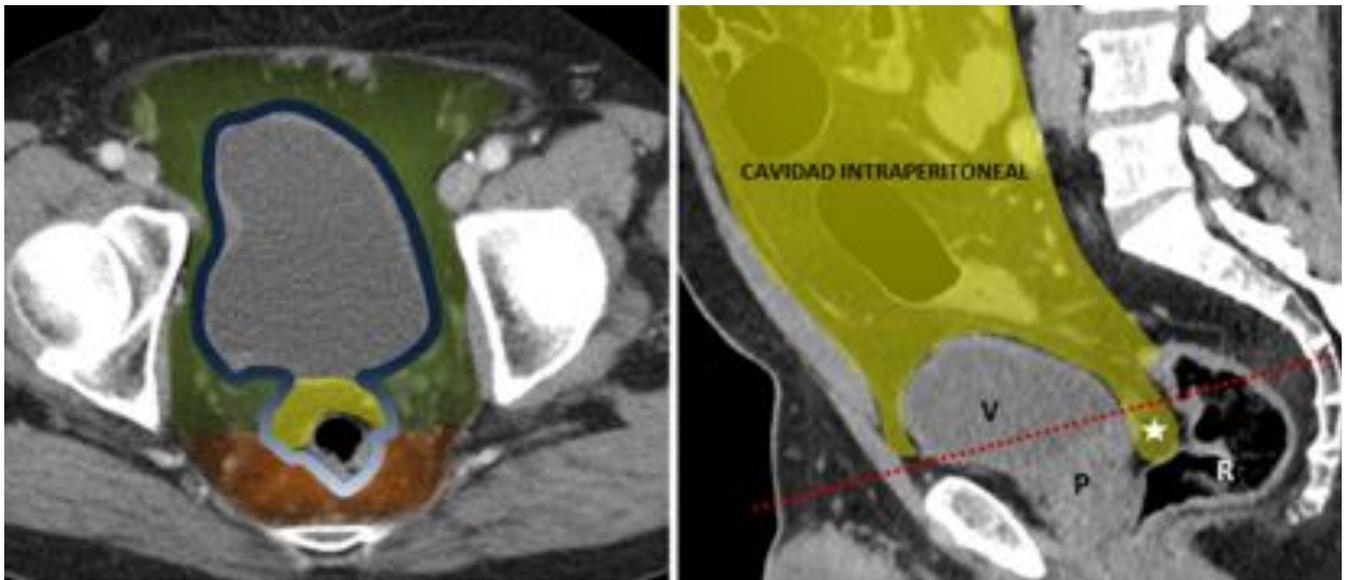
TC axial y sagital. Relaciones anatómicas de la vejiga en la pelvis masculina. Azul: espacio perivesical; azul claro: espacio perirrectal; verde: espacio prevesical (Retzius); naranja: espacio presacro; amarillo: cavidad intraperitoneal; estrella: saco recto-vesical; V: vejiga; P: próstata; R: recto. Línea discontinua en el plano sagital corresponde al nivel de corte del plano axial.
